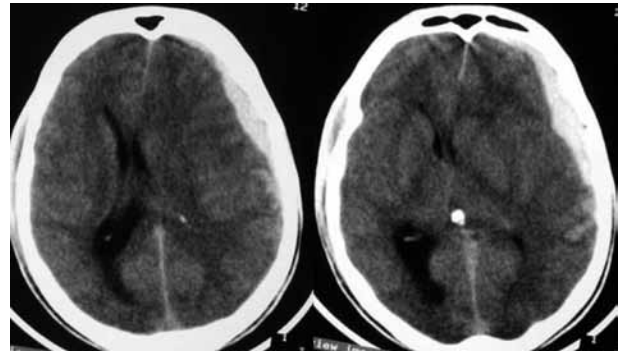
КТ головного мозга пациентки К-ной через 2 часа после операции наружного дренирования гематомы через фрезевое отверстие. Объем субдуральной гематомы составляет около 70 мм<sup>3</sup>. Смещение срединных структур – 7 мм.
